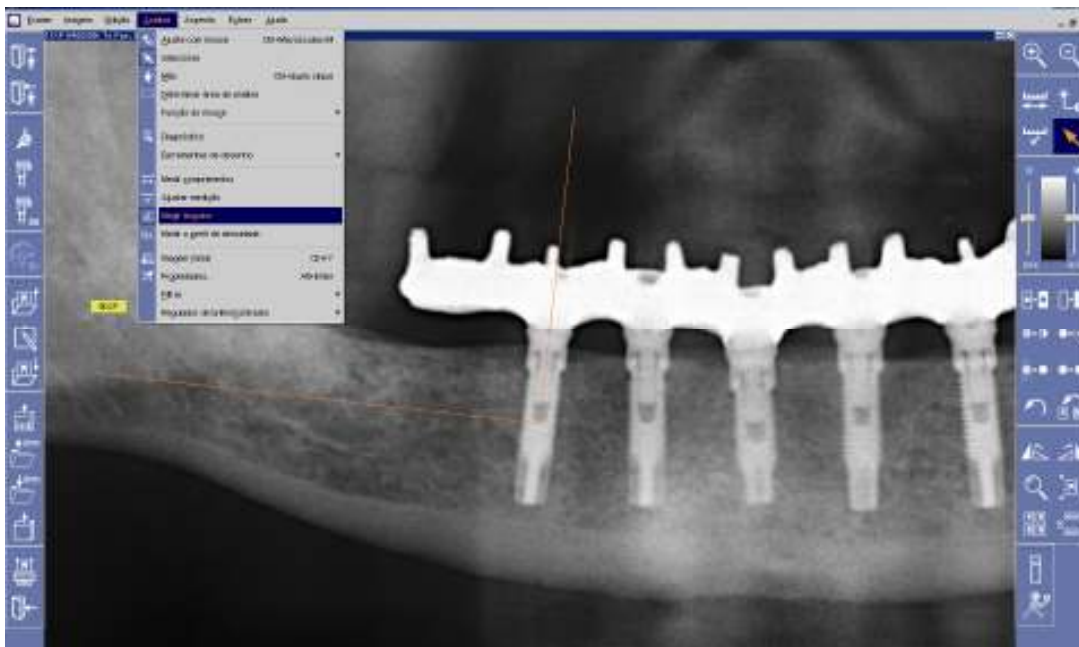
Obtenção do ângulo reto para referência das medidas lineares, na imagem da radiografia panorâmica
